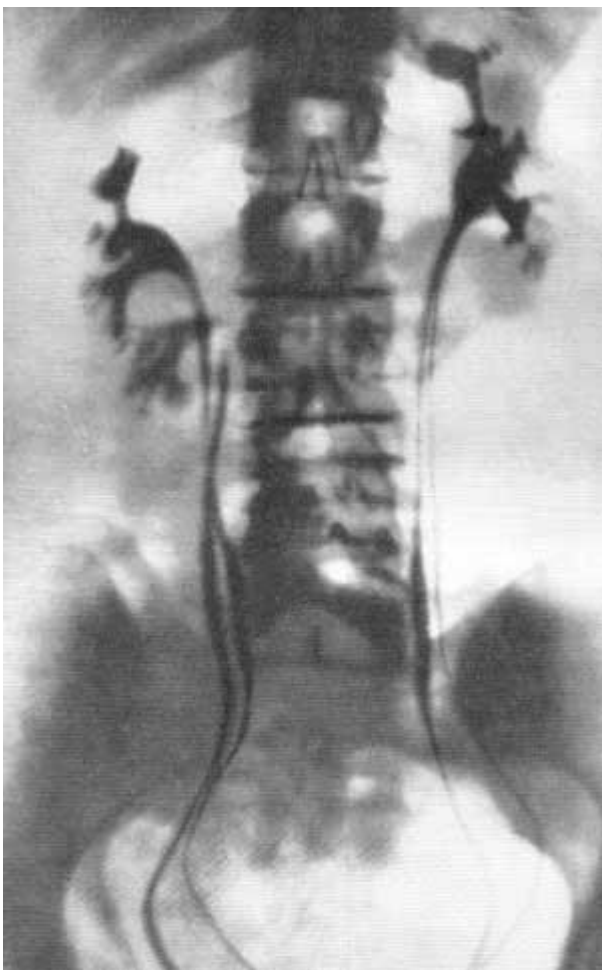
Двусторонняя ретроградная пиелограмма в вертикальном и горизонтальном положении больного. Женщина 41 года. Обе рентгенограммы наложены одна на другую для большей наглядности диапазона смещаемости правой и левой почек. Нефроптоз справа.
